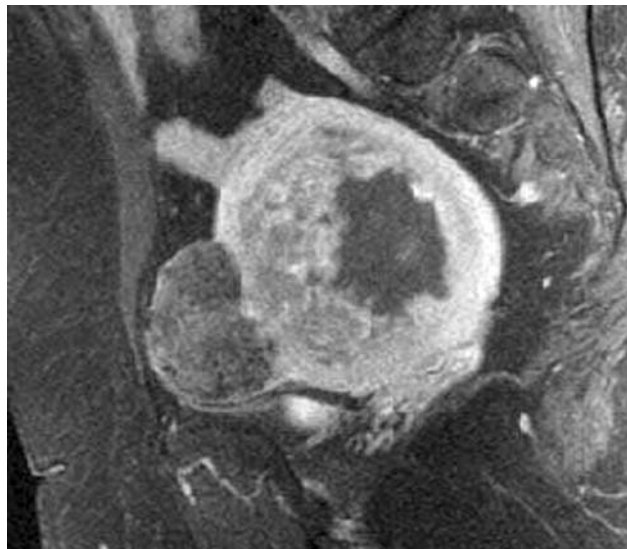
Продолжение, МРТ, T2 и T1-ВИ
